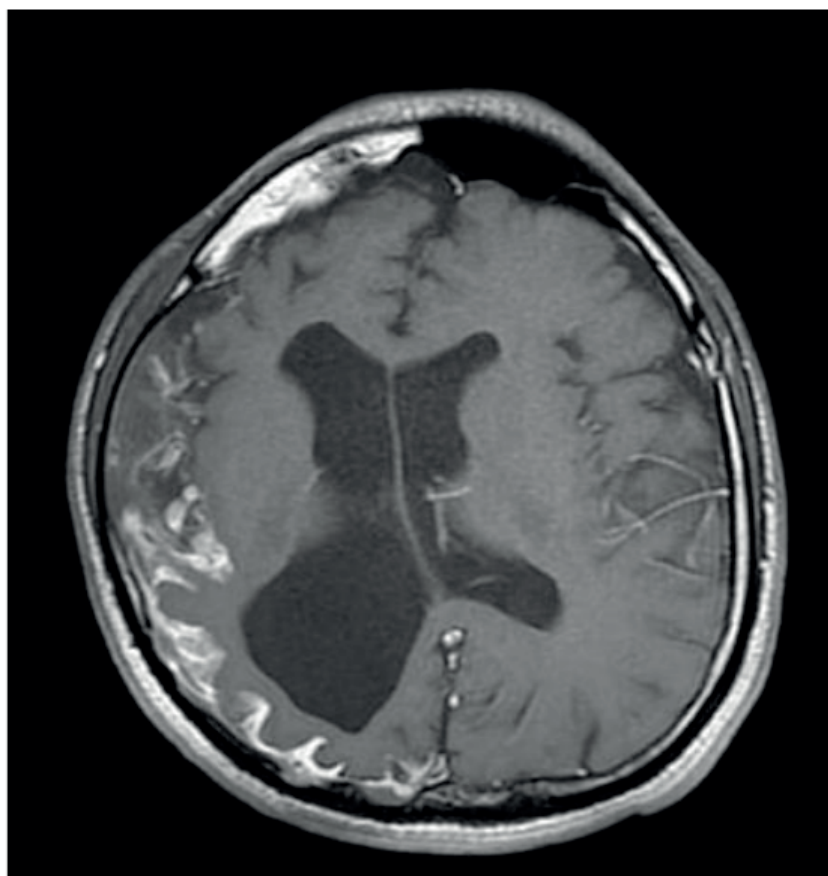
Corte Transversal RM crânio.
